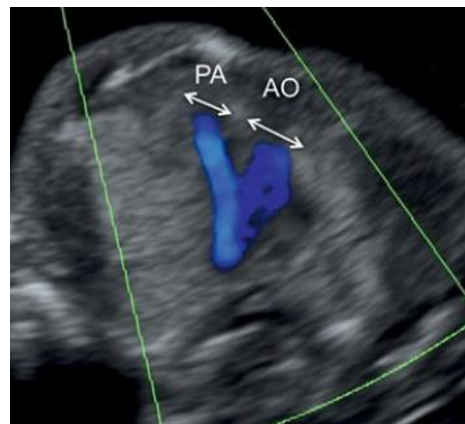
Corte 3 vasos-tráquea Doppler. 14 SG. Muestra una pequeña PA en comparación con la aorta (AO). También muestra flujo anterógrado en ambos vasos.
